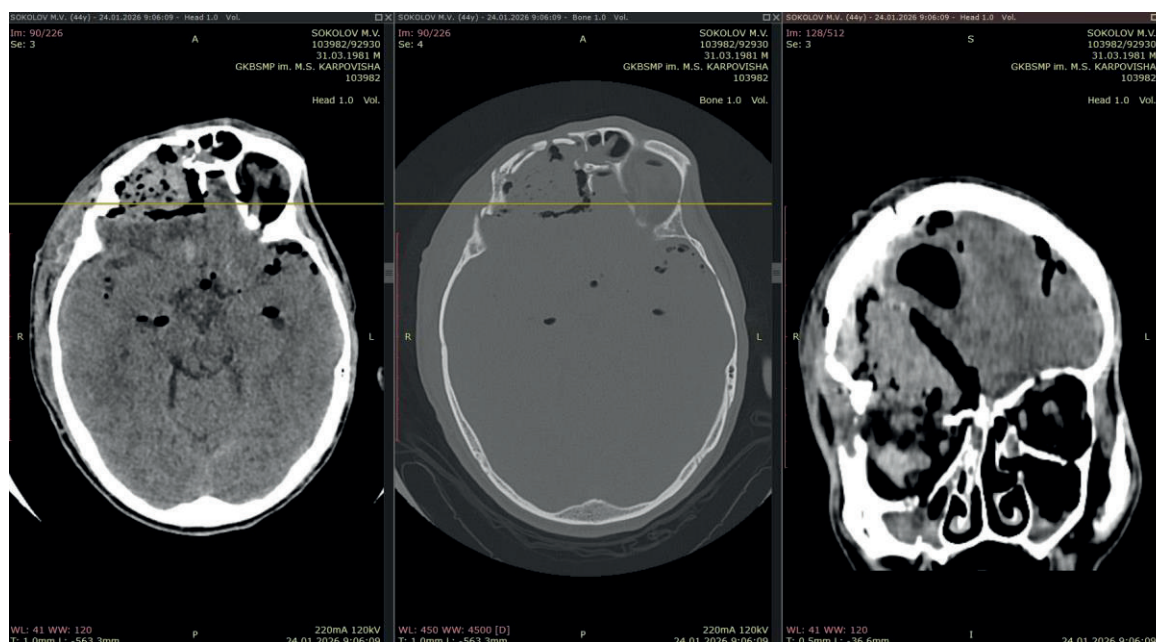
МСКТ головного мозга при развитии назоликвореи. Справа — зона повышенной плотности серповидной формы (32 мм), пневмоцефалия, костный дефект в теменно-височной области справа.
